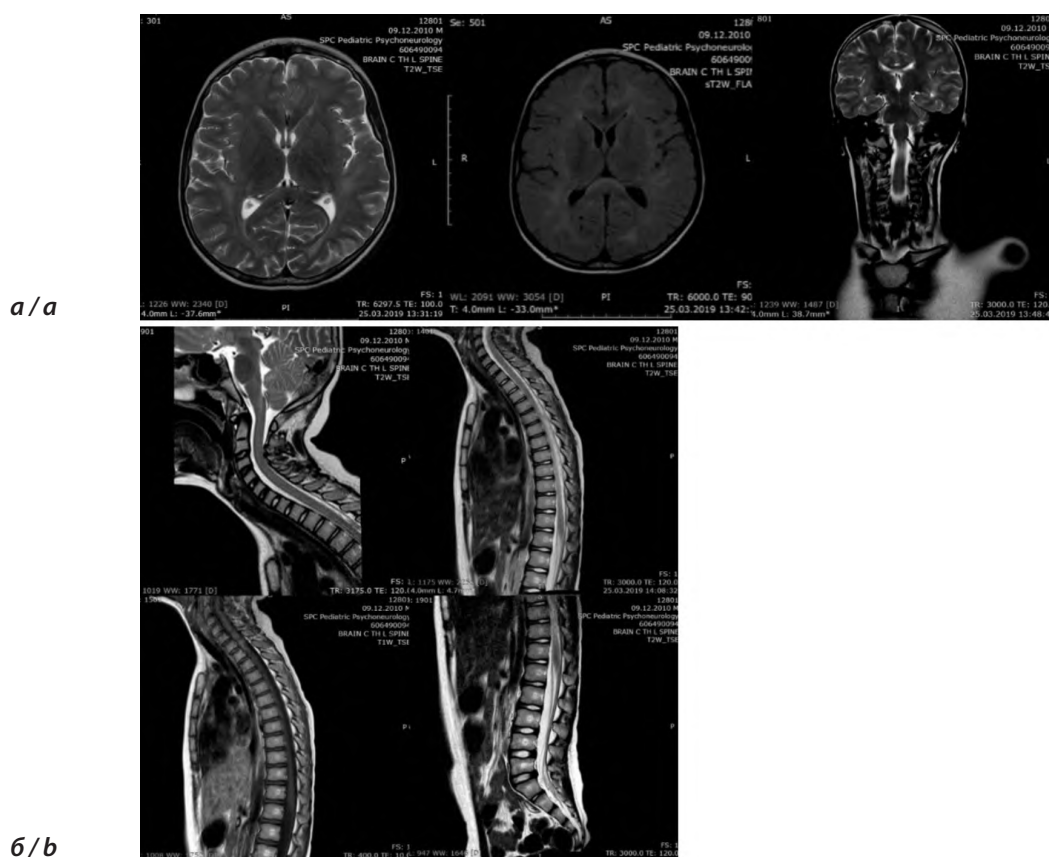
МРТ пациента от March 23, 2019.
